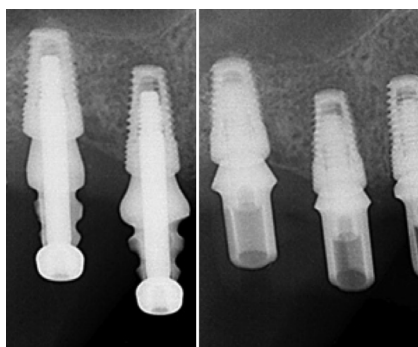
Рентгенографический контроль на этапе снятия оттисков и во время примерки абатментов.
